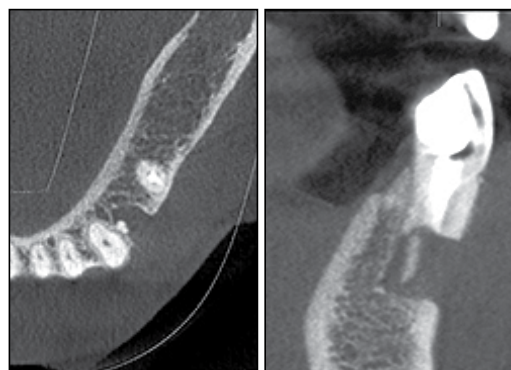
CBCT corte sagital y axial
